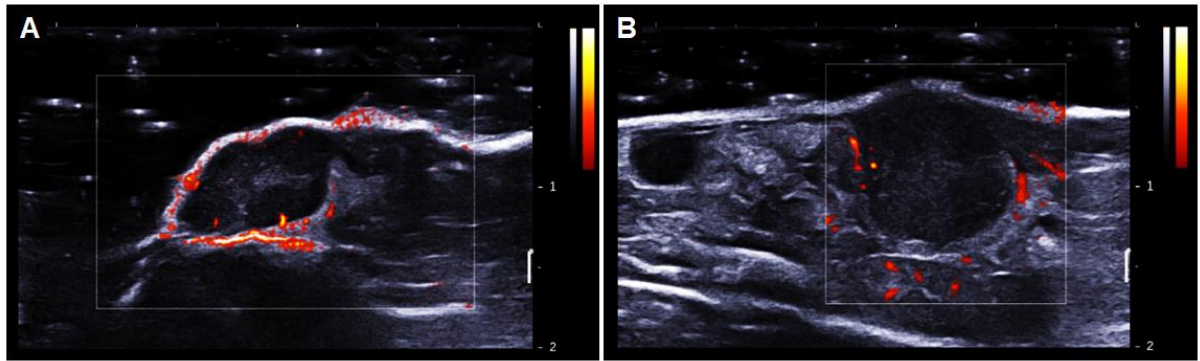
Visualisation du flux sanguin par doppler de la tumeur C26. A et B respectivement ectopique et orthotopique (échelle de couleur 0 - 2 m/s).
